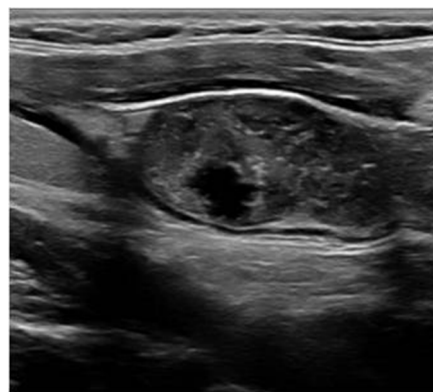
УЗИ правой доли ЩЖ в В-режиме. Множественные кистозные полости и микрокальцификаты (TI-RADS 4)
